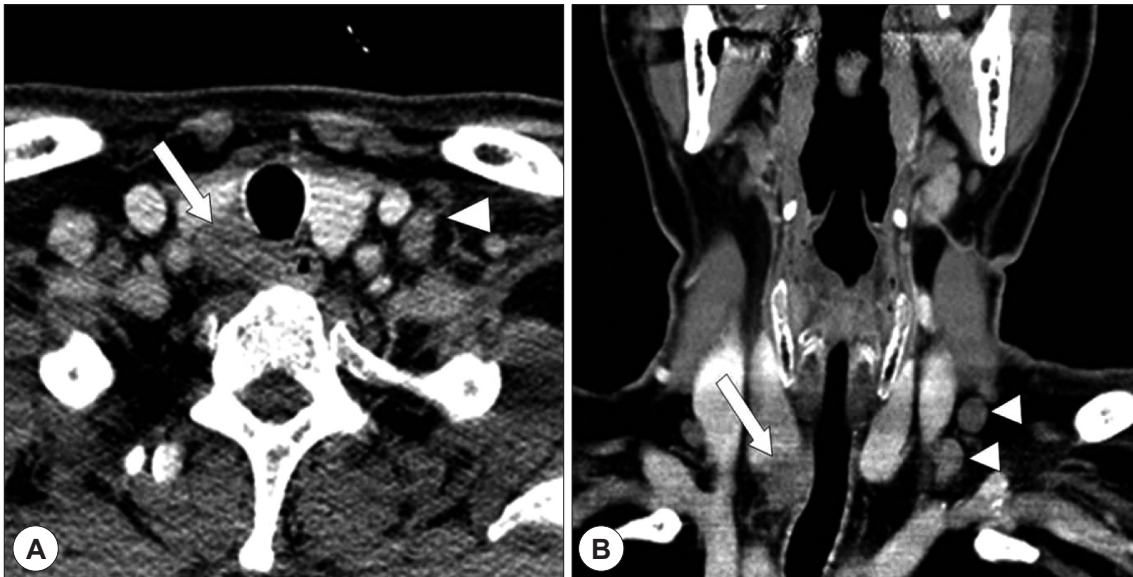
Neck CT axial(A) and coronal(B) images. It shows the 2.0 cm sized irregular shaped nodule lesion at right infrathyroidal area(arrow) and multiple enlarged lymph nodes on left level IV lateral neck(arrowhead).
